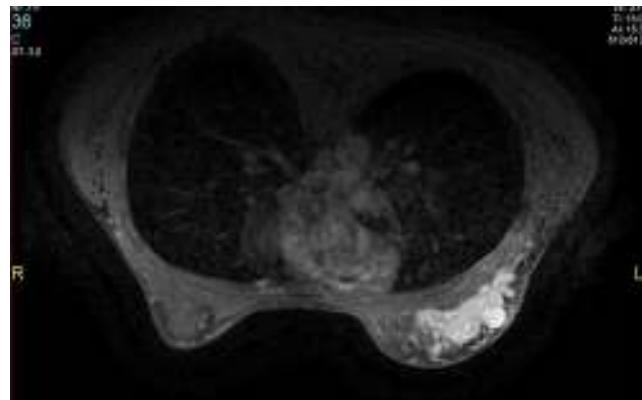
RMN: lesión hipercaptante en el cuadrante superoexterno de la mama izquierda de $9,8 \times 3,9 \times 9,3$ cm, con extensión a otros cuadrantes y afectación axilar homolateral.
